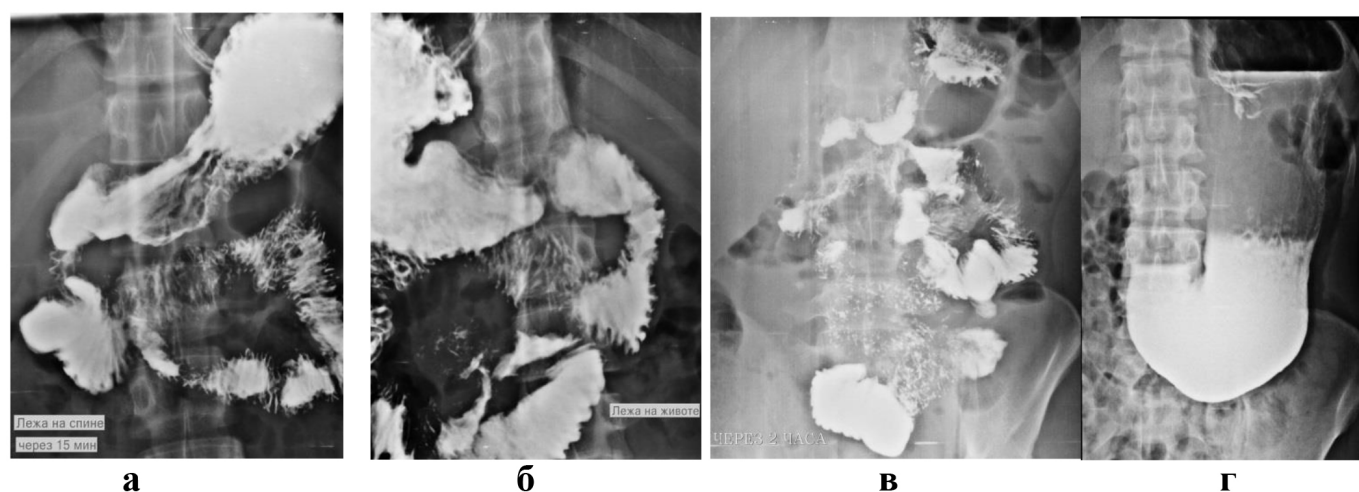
Полипозиционное рентгеноконтрастное исследование пациента с ЯБ ДПК и ХНДП (а-г)
